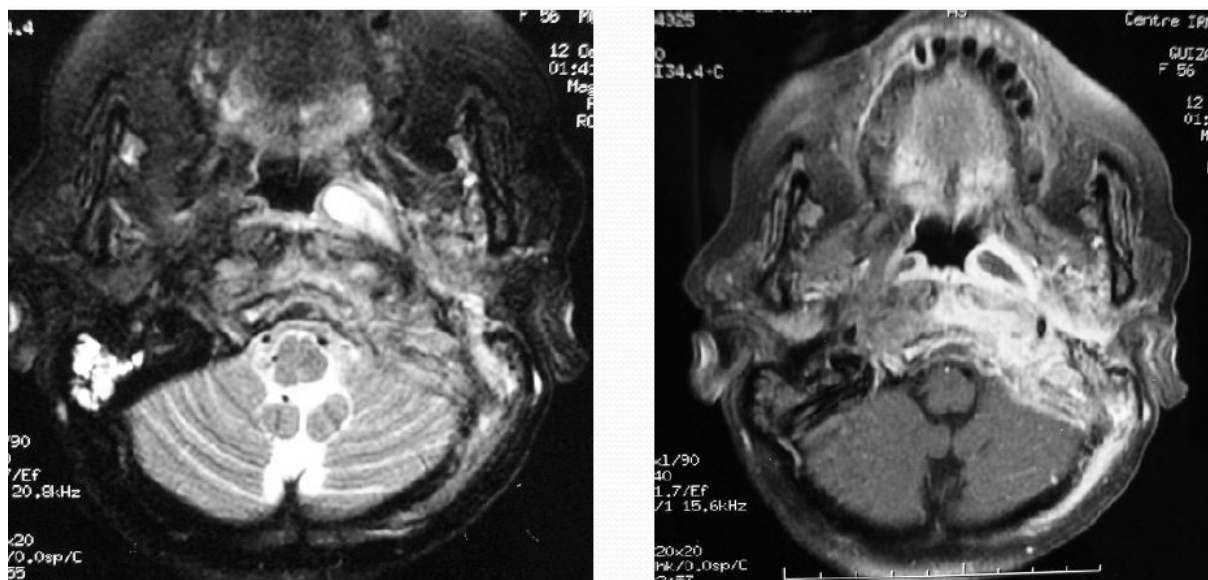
IRM cérébrale en coupes axiales T2 et T1 avec injection de Gadolinium: otite externe nécrosante avec ostéite de la base du crane et réaction méningée et atteinte des cervico-faciaux profonds (59).
